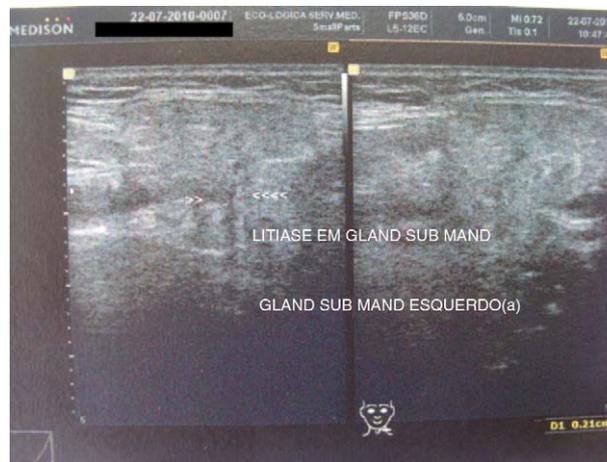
Ultrassonografia apontando a presença de uma lesão focal ecogénica sugestiva de sialólito na mesma região indicada pela radiografia oclusal.
